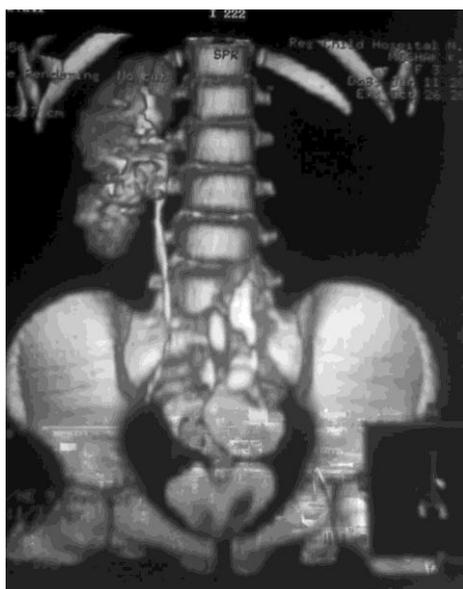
КТ 3D - гидронефроз тазово дистопированной левой почки.
